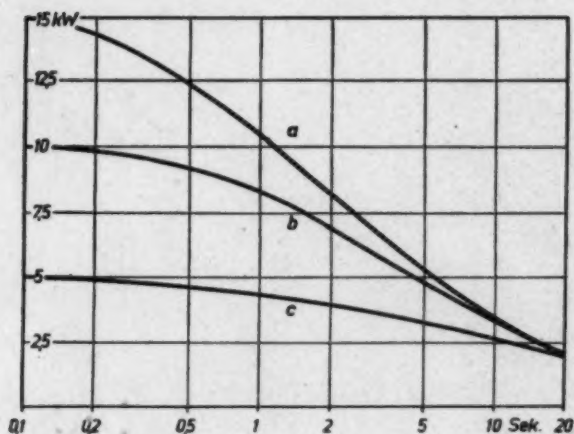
Belastbarkeit der Rotalix-Röhre RÖ 15 in kW in Abhängigkeit von der Zeit bei Betrieb an Röntgenapparaten mit verschiedenen Schaltungen.
